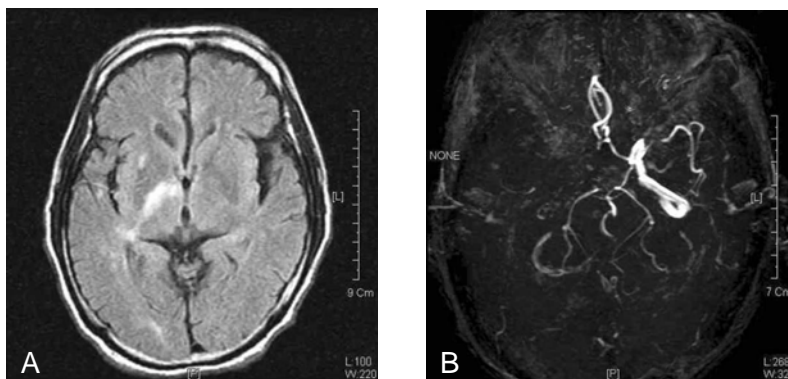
Brain MRI showed a recent infarction at the right basal ganglia and posterior limb of the internal capsule(A). Right ICA & MCA and both distal vertebral arteries were not visualized. There was severe stenosis of the left M1 mid portion with a lower number of left MCA branches(B).
